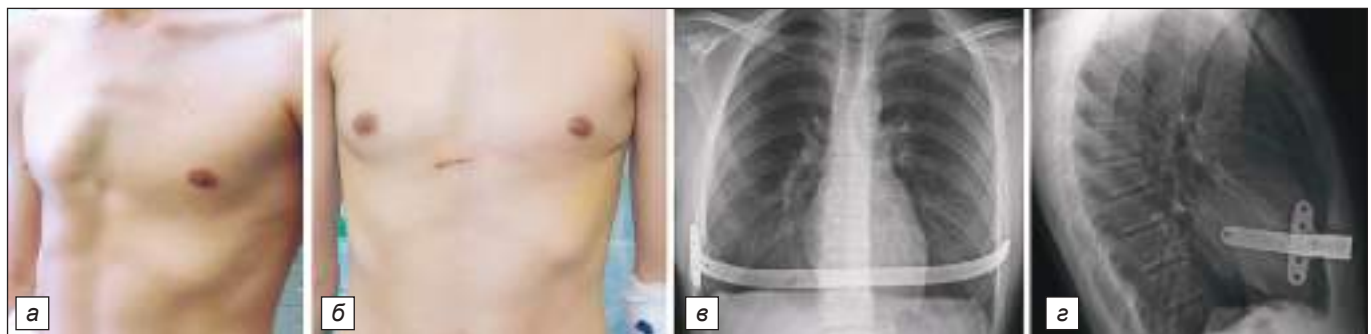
Мини-инвазивная торакопластика при асимметричной килевидной деформации грудной клетки: внешний вид ребёнка до (*a*) и после (*б*) торакопластики (7-е послеоперационные сутки); рентгенограммы в прямой (*в*) и боковой проекциях (*г*) после операции – пластина в положении запланированной коррекции.
